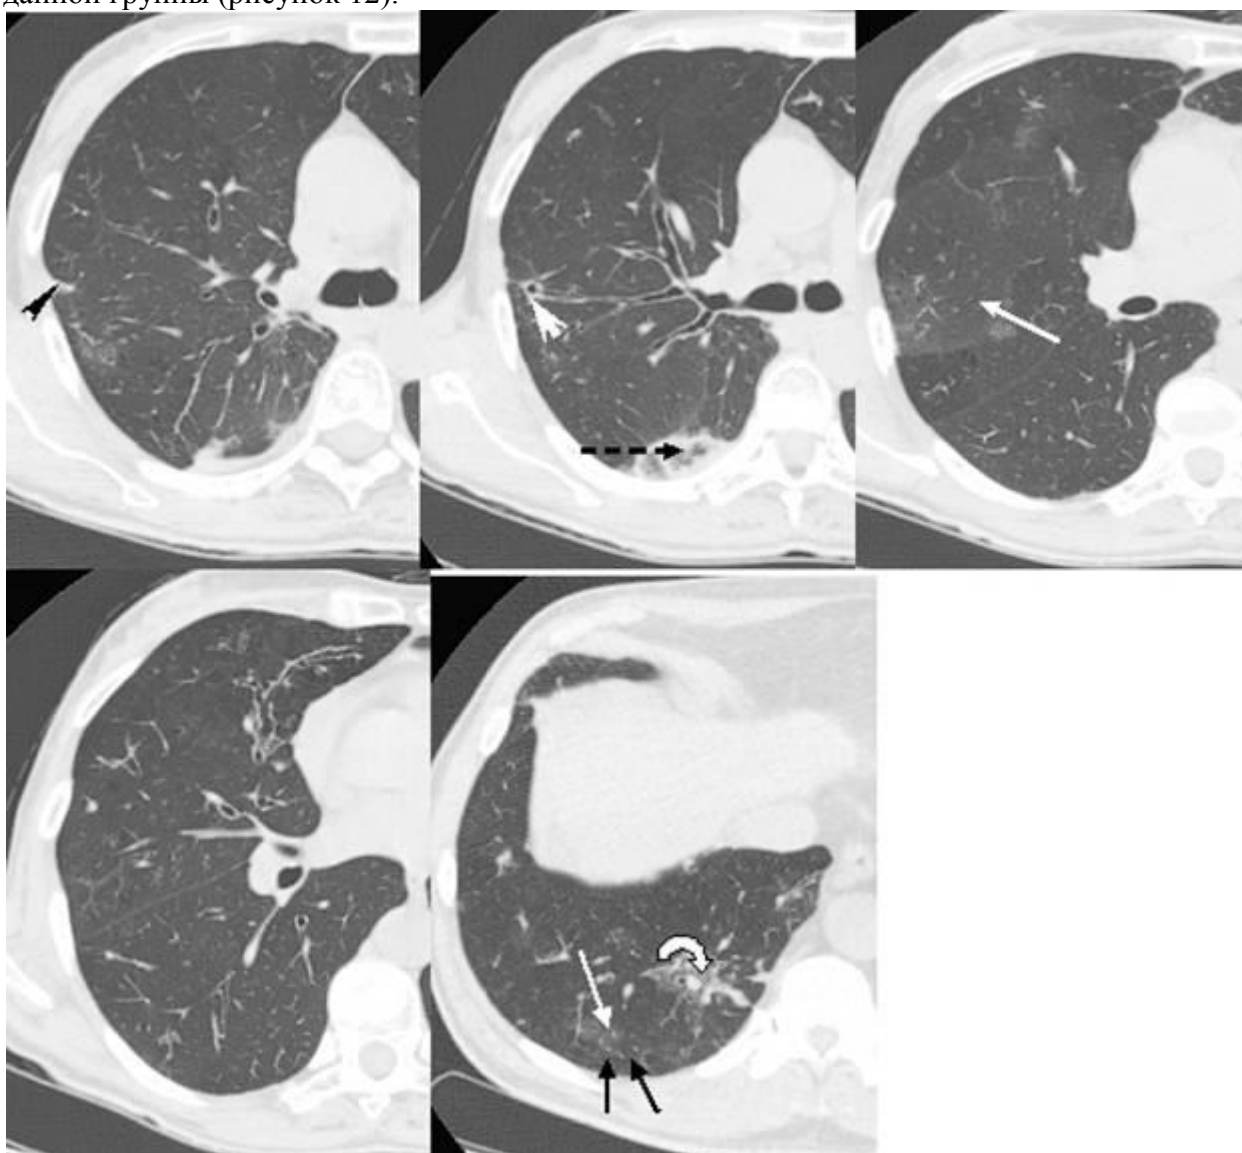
Облитерирующий бронхиолит с организующей пневмонией. На представленных компьютерных томограммах определяется субплевральный участок консолидации треугольной формы (головка черной стрелки), «обратный симптом венца» (черная
